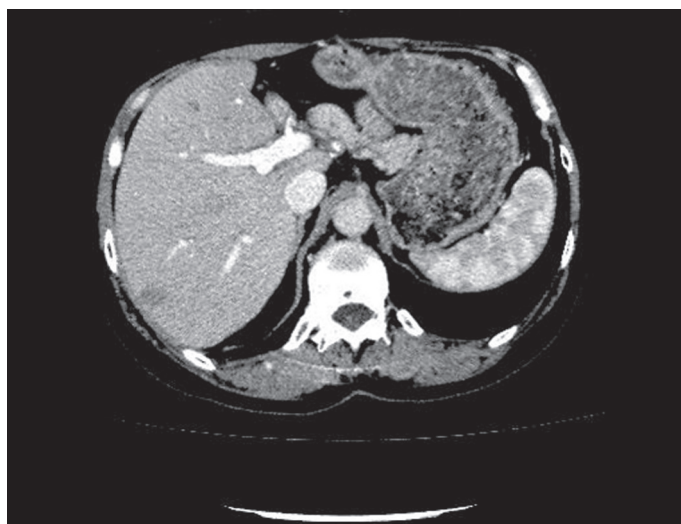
МСКТ печінки. Печінка після лівобічної ГГЕ. Одна часточкова права ВВ спрямована у збережену праву частку
